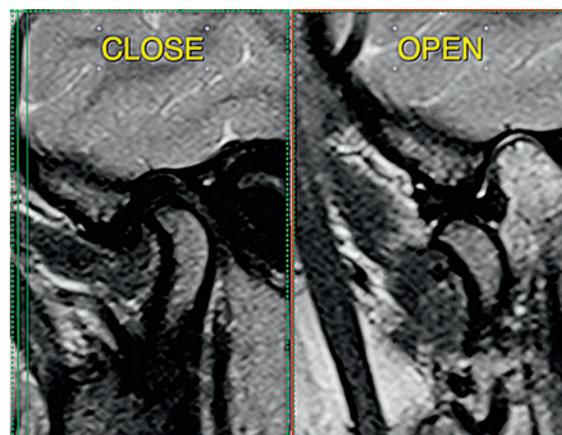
Б. МРТ правого ВНЧС (MP-признаки дегенеративных изменений и уплощения суставных дисков. MP-признаки деформирующего остеоартроза ВНЧС 1 ст.)
